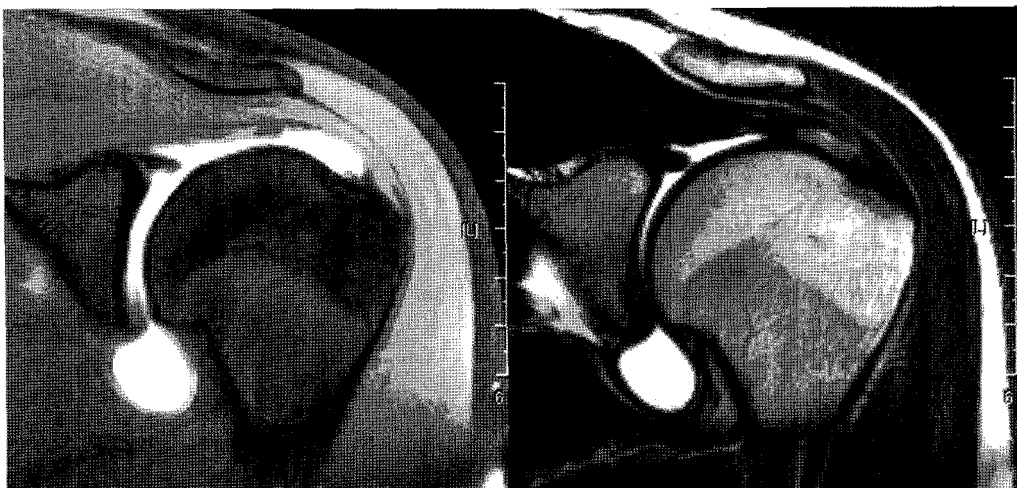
Preoperative magnetic resonance imaging scan showing a PASTA lesion.
